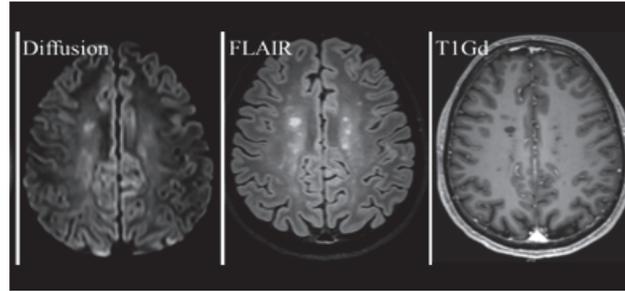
IRM d'une personne atteinte de sclérose en plaques, avec injection de gadolinium (31)
